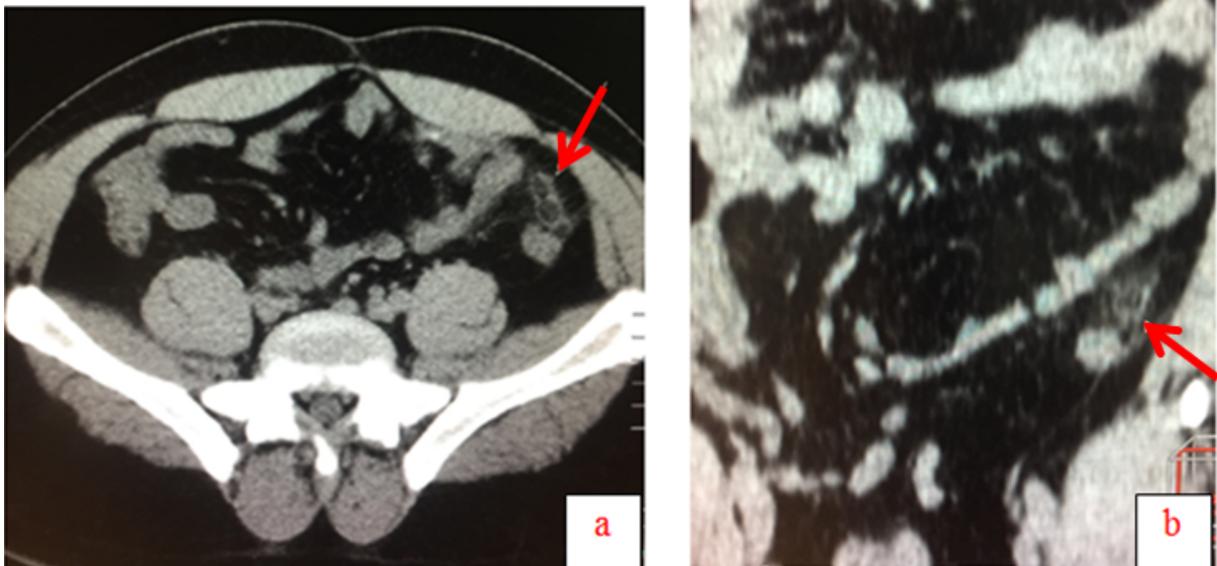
Coupes TDM axiale (a) et coronale (b) de l'abdomen en contraste spontanée montrant une image para colique en navette (flèche rouge) avec infiltration de la graisse périphérique de la jonction colo sigmoïdienne.
